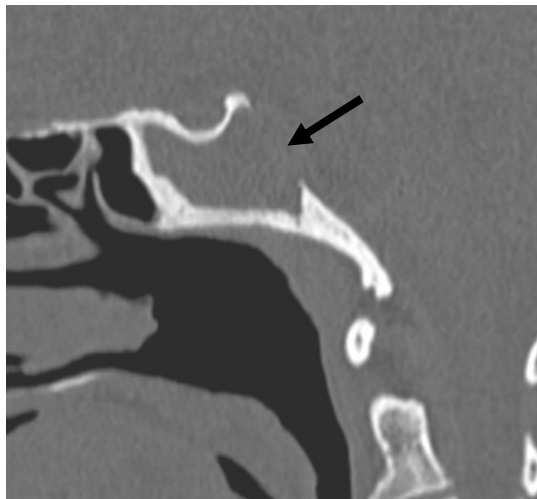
coupe sagittale d'une TDM montrant la lyse de la paroi postérieure du sinus sphénoïdal dans une forme pseudo tumorale. (flèche noire : lyse osseuse de la paroi postérieure) (Iconographie du service d'ORL CHU Hassan II FES)
